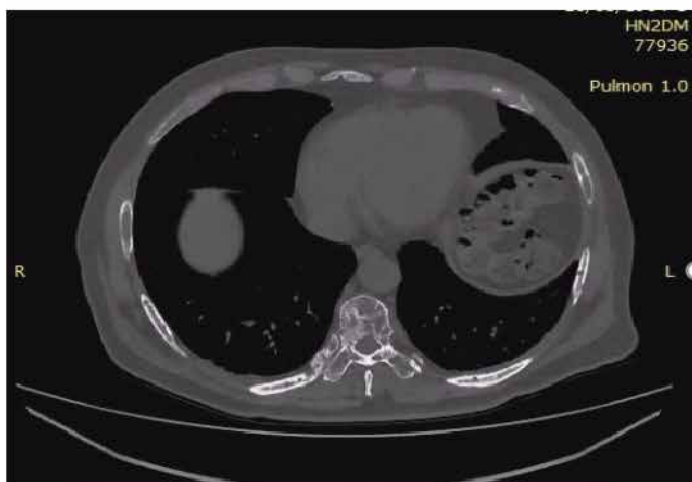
Tomografía del cerebro, el tórax y la pelvis.
